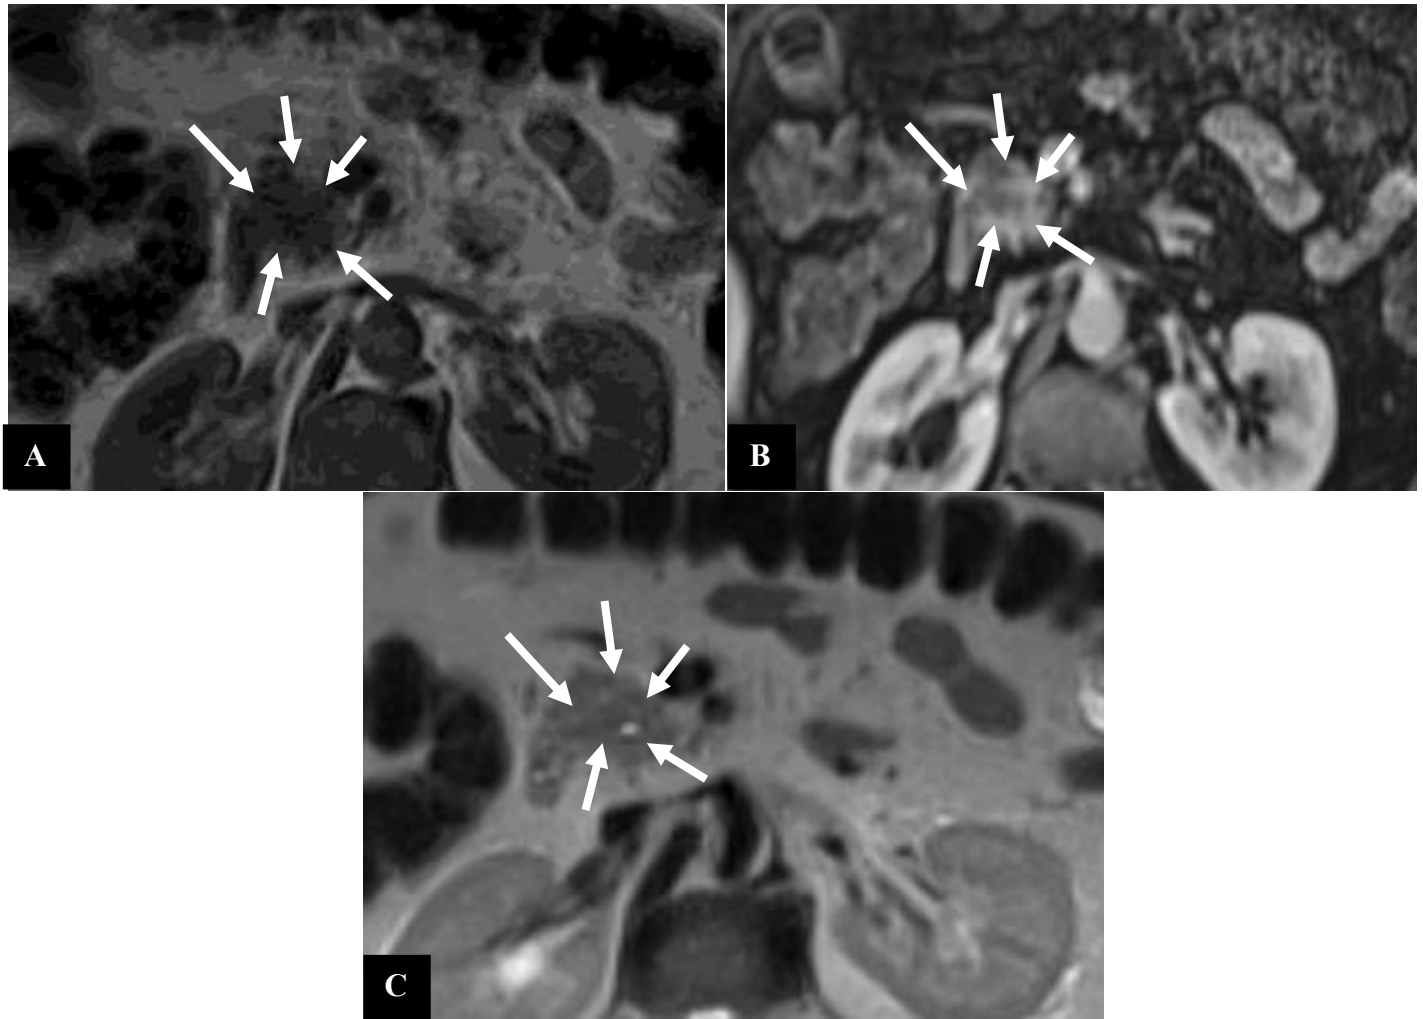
IRM abdominale en coupes axiales montrant une masse de la tête du pancréas (flèches) de contours irréguliers, en hyposignal en T1 (A) et de signal intermédiaire en T2(C), rehaussée de façon hétérogène après injection du produit de contraste sur la séquence T1 avec saturation du signal de la graisse (FATSAT) injectée au temps pancréatique (B).
